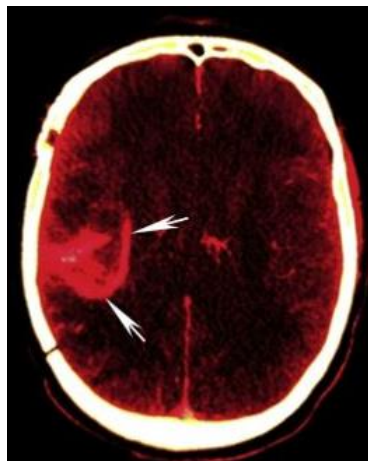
Kraniogram nastao single-energy CT-om (lijevo) i VMI neurokranija s 55 keV (desno). Izvor: Forghani R, De Man B, Gupta R, Dual-Energy Computed Tomography: Physical Principles, Approaches to Scanning, Usage and Implementation: Part 1 and 2. Neuroimag Clin N Am 27. 2017; 371–384
